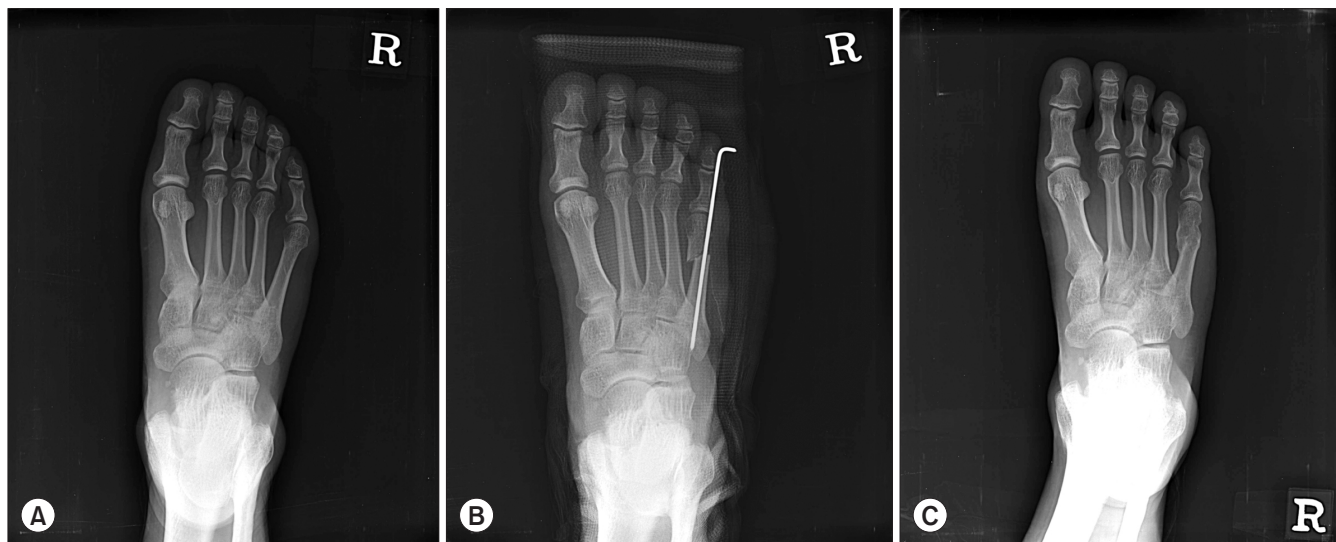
(A) Preoperative standing anteroposterior radiograph shows a foot with bunionette deformity. (B) Bunionette deformity was corrected postoperatively. (C) At one year postoperatively, complete bony union was confirmed.
